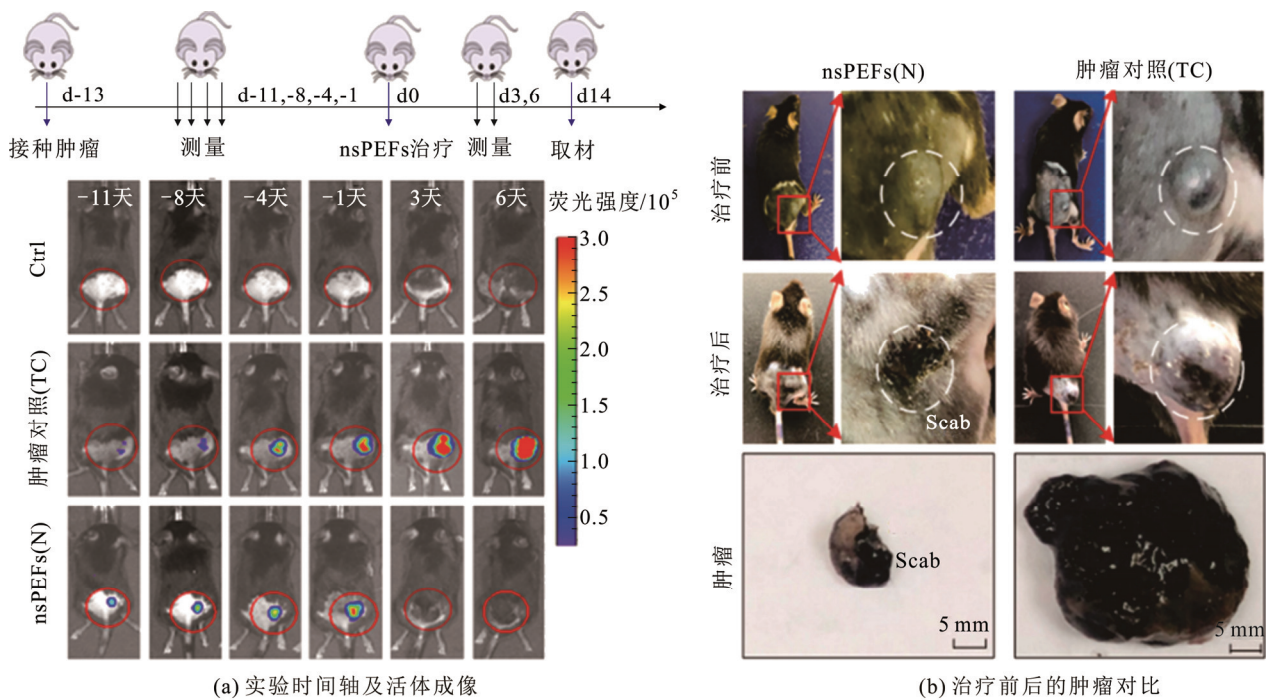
nsPEFs 消融效果(空白对照: Ctrl, 肿瘤对照: TC, nsPEFs: N.  $n=3$ )
